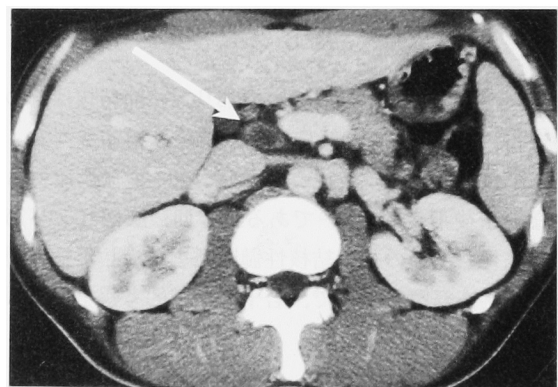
(March 11, 2005) Abdomen CT scan in A hospital showing abdominal lymphadenopathy
